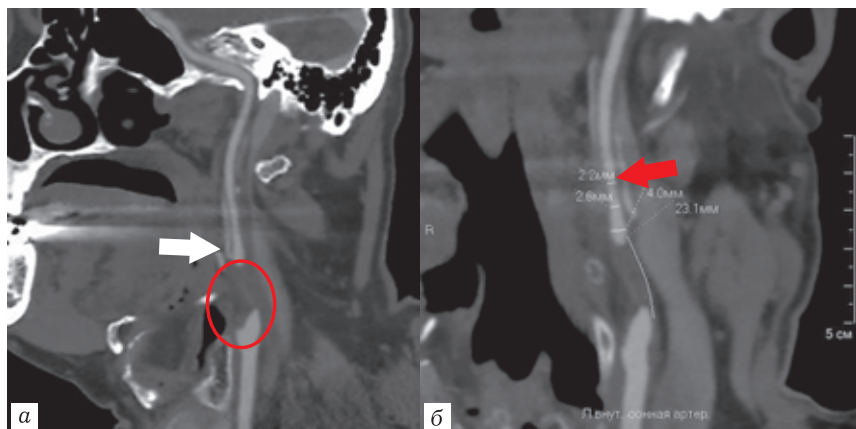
КТ-ангиограммы, артериальная фаза болюсного контрастирования: *а, б* — использование программы для углубленного анализа сосудистого русла. Локальная окклюзия левой ВСА на уровне луковицы (красный овал). Восходящая глоточная артерия отходит от ВСА (белая стрелка). Диффузное пролонгированное уменьшение калибра левой ВСА на всем протяжении (красная стрелка)
